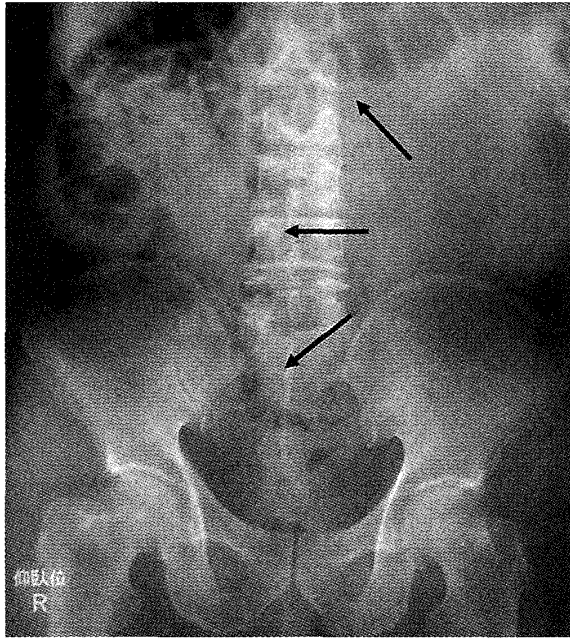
腹部単純X線写真：下行結腸およびS状結腸が内側に圧排されていた。
